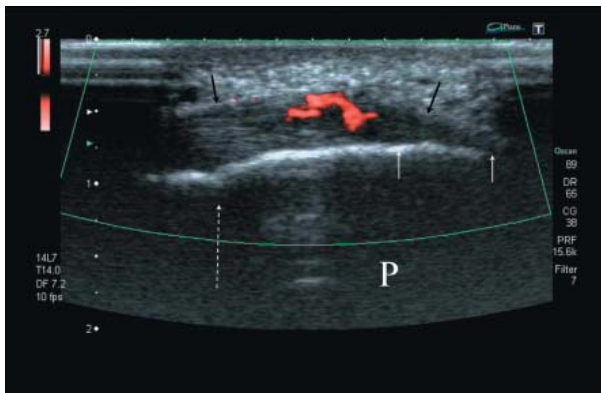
Ultrasound of the Achilles tendon, longitudinal scan. Red spots – significant hypervascularisation of a fresh scar after an injury in the enthesis zone. Neither erosive changes nor mineralization of the scars can be seen yet. See: Fig. 11
